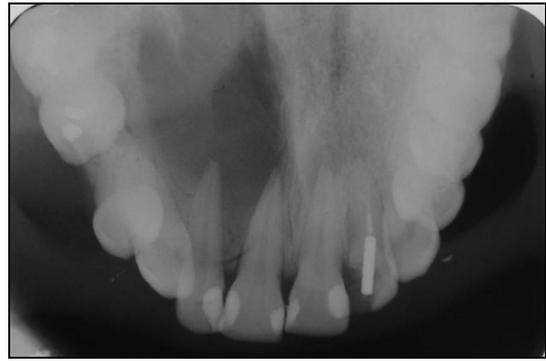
Radiografia Oclusal indicando área de rarefação óssea.
